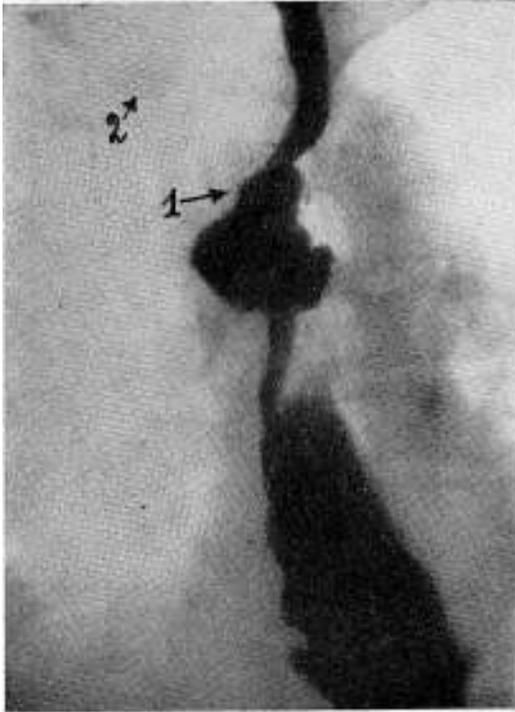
Benito B. La radiografía -postoperatoria muestra un buen pasaje a través de la neoboca. En este documento se aprecia el estómago en el tórax y la amplia resección esofágica realizada, ya que la anastomosis esófago - gástrica (1) se encuentra inmediatamente por debajo de la clavícula (2).
